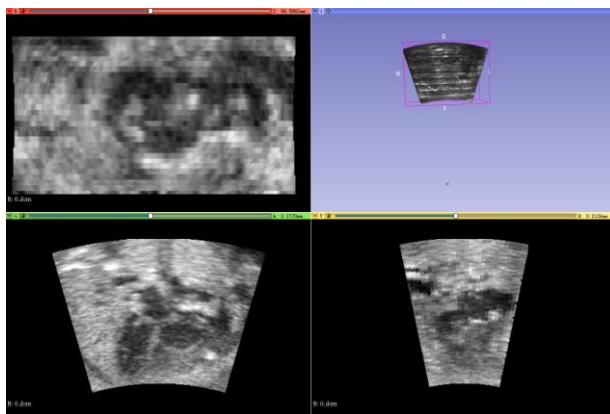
胎儿超声心动图 3DSlcier 显示实例
